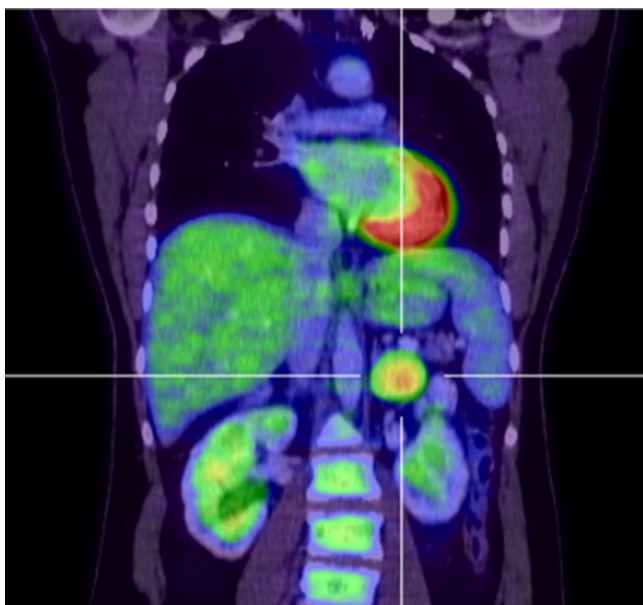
Masa suprarrenal izquierda hipercaptante en PET-TAC.
